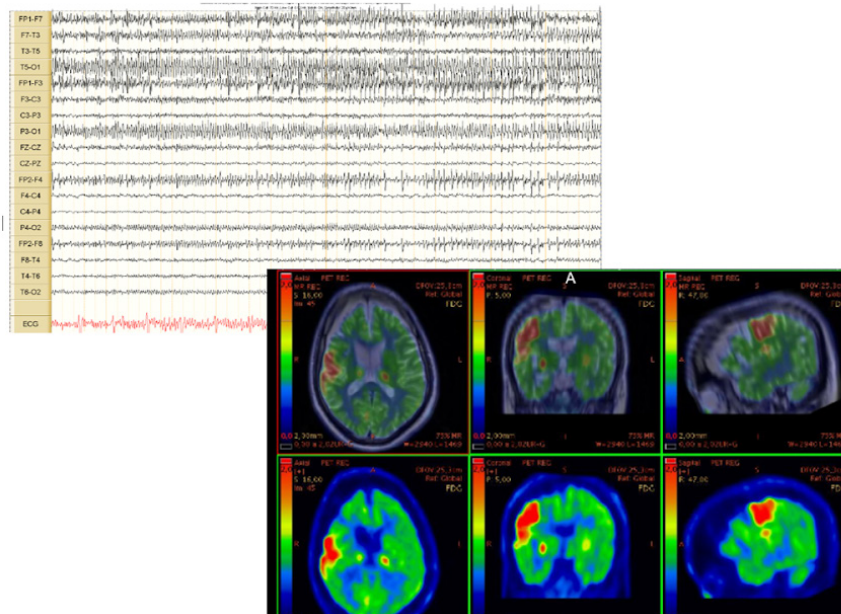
Electroencefalografía superficial y tomografía por emisión de positrones (PET) al ingreso a la institución
